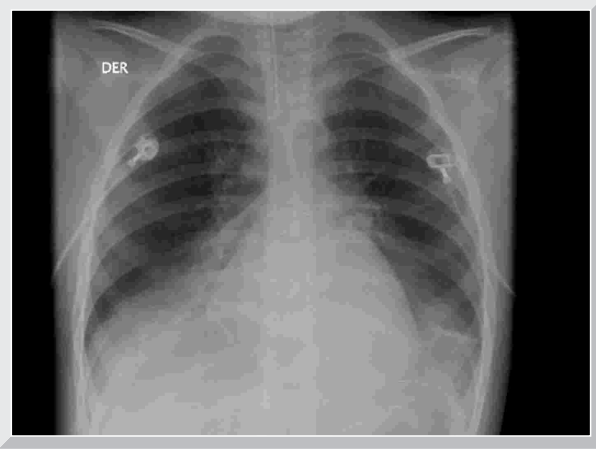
Radiografía de paciente con descompensación obstructiva por infección MPVh
